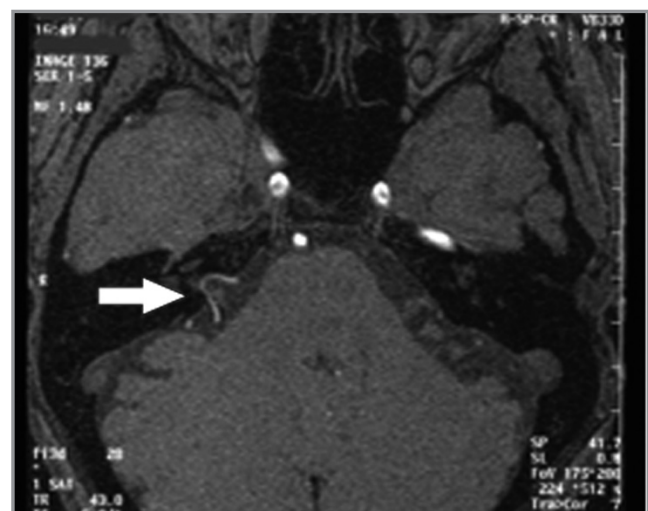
La RMN evidenzia un loop dell'AICA che, nell'APC, prende contatto con il VII e l'VIII nervo cranico.
